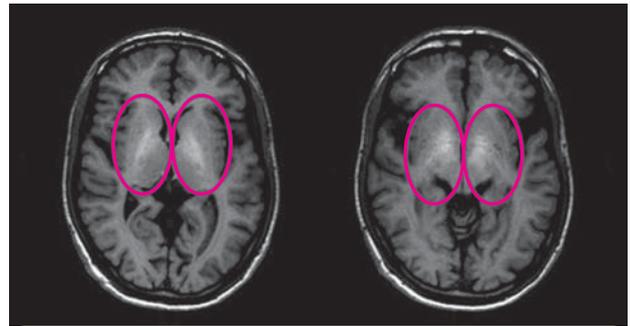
МРТ головного мозга пациента С.А. (март 2017 г.): в режиме T1 – симметричные гиперинтенсивные очаги (обведены овалами) в нижней части бледного шара с двух сторон (отложения марганца). Атрофические изменения коры мозга в височных и теменных областях с двух сторон.
